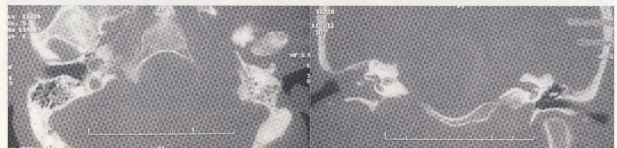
TC CORTES AXIAL E CORONAL EVIDENCIANDO OSTEÓLISE PRONUNCIADA DO LADO ESQUERDO DA BASE DO CRÂNIO, COM PERDA DE DEFINIÇÃO DO BURACO LÁCERO POSTERIOR, APEX PETROSO, CANAL CAROTÍDEO E PORÇÃO ESQUERDA DO CLÍVUS.
